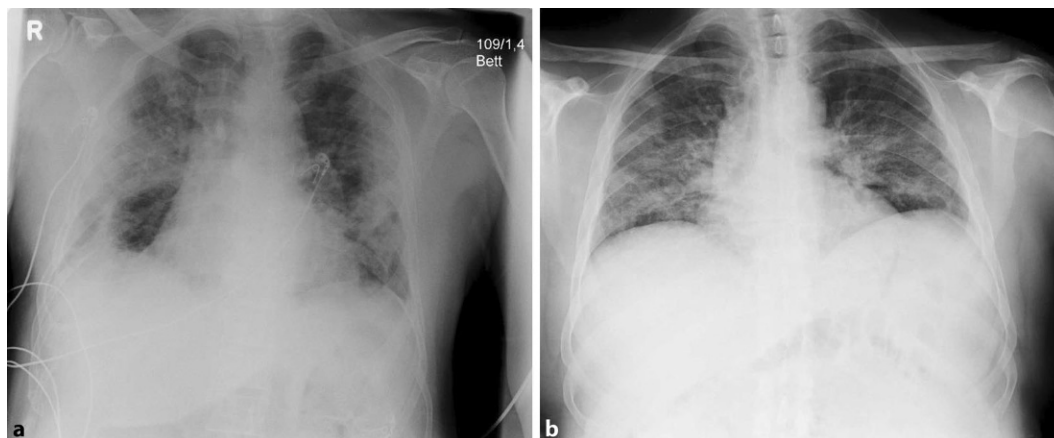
◀ Röntgenaufnahmen der beiden Patienten. COVID-19-typische Infiltrate bei Patient 1 (a) und bei Patient 2 (b)
